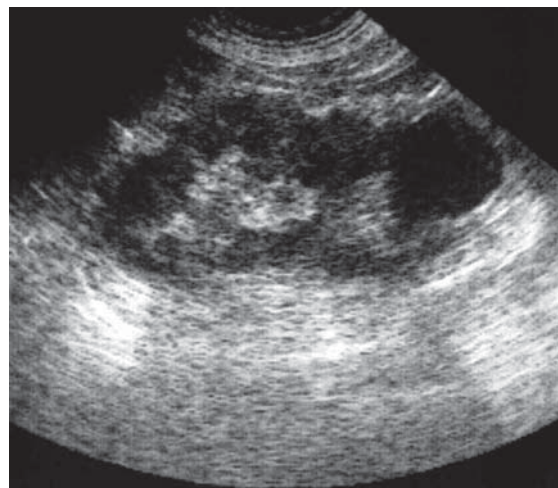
Ecografie. Pielonefrită cronică formă focală.
